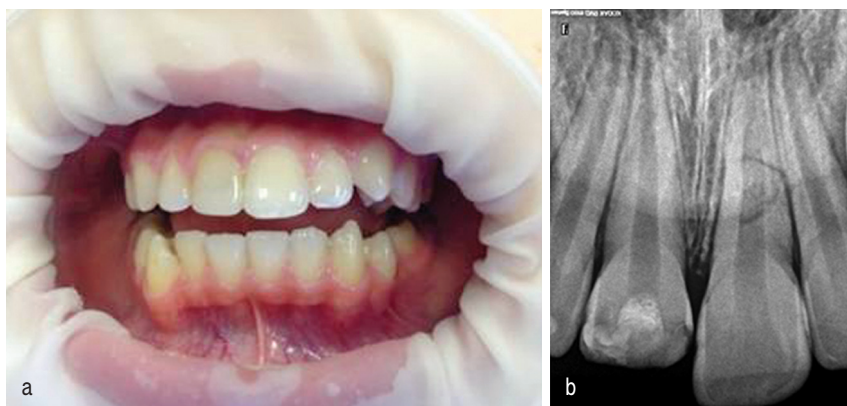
Клиническая картина через 2 года после лечения (а), рентгенологическая картина через 2 года после лечения (b)
